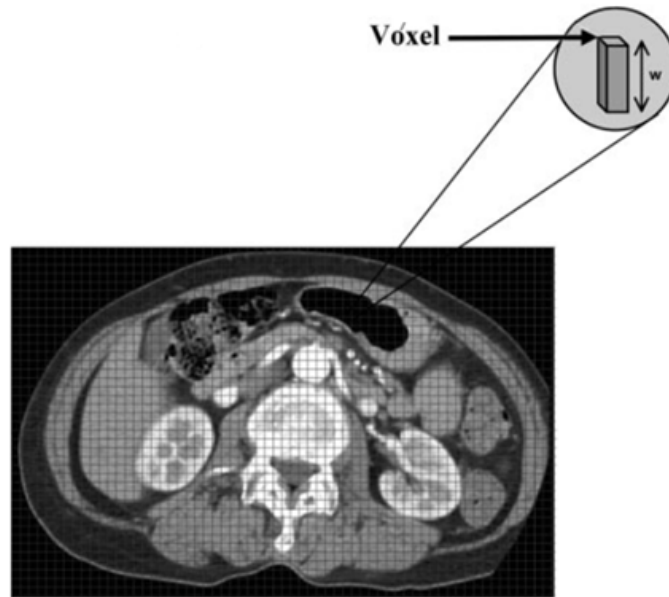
Representación de un vóxel de espesor w para una imagen de tomografía computada. Tomado de Mahesh (2002).
